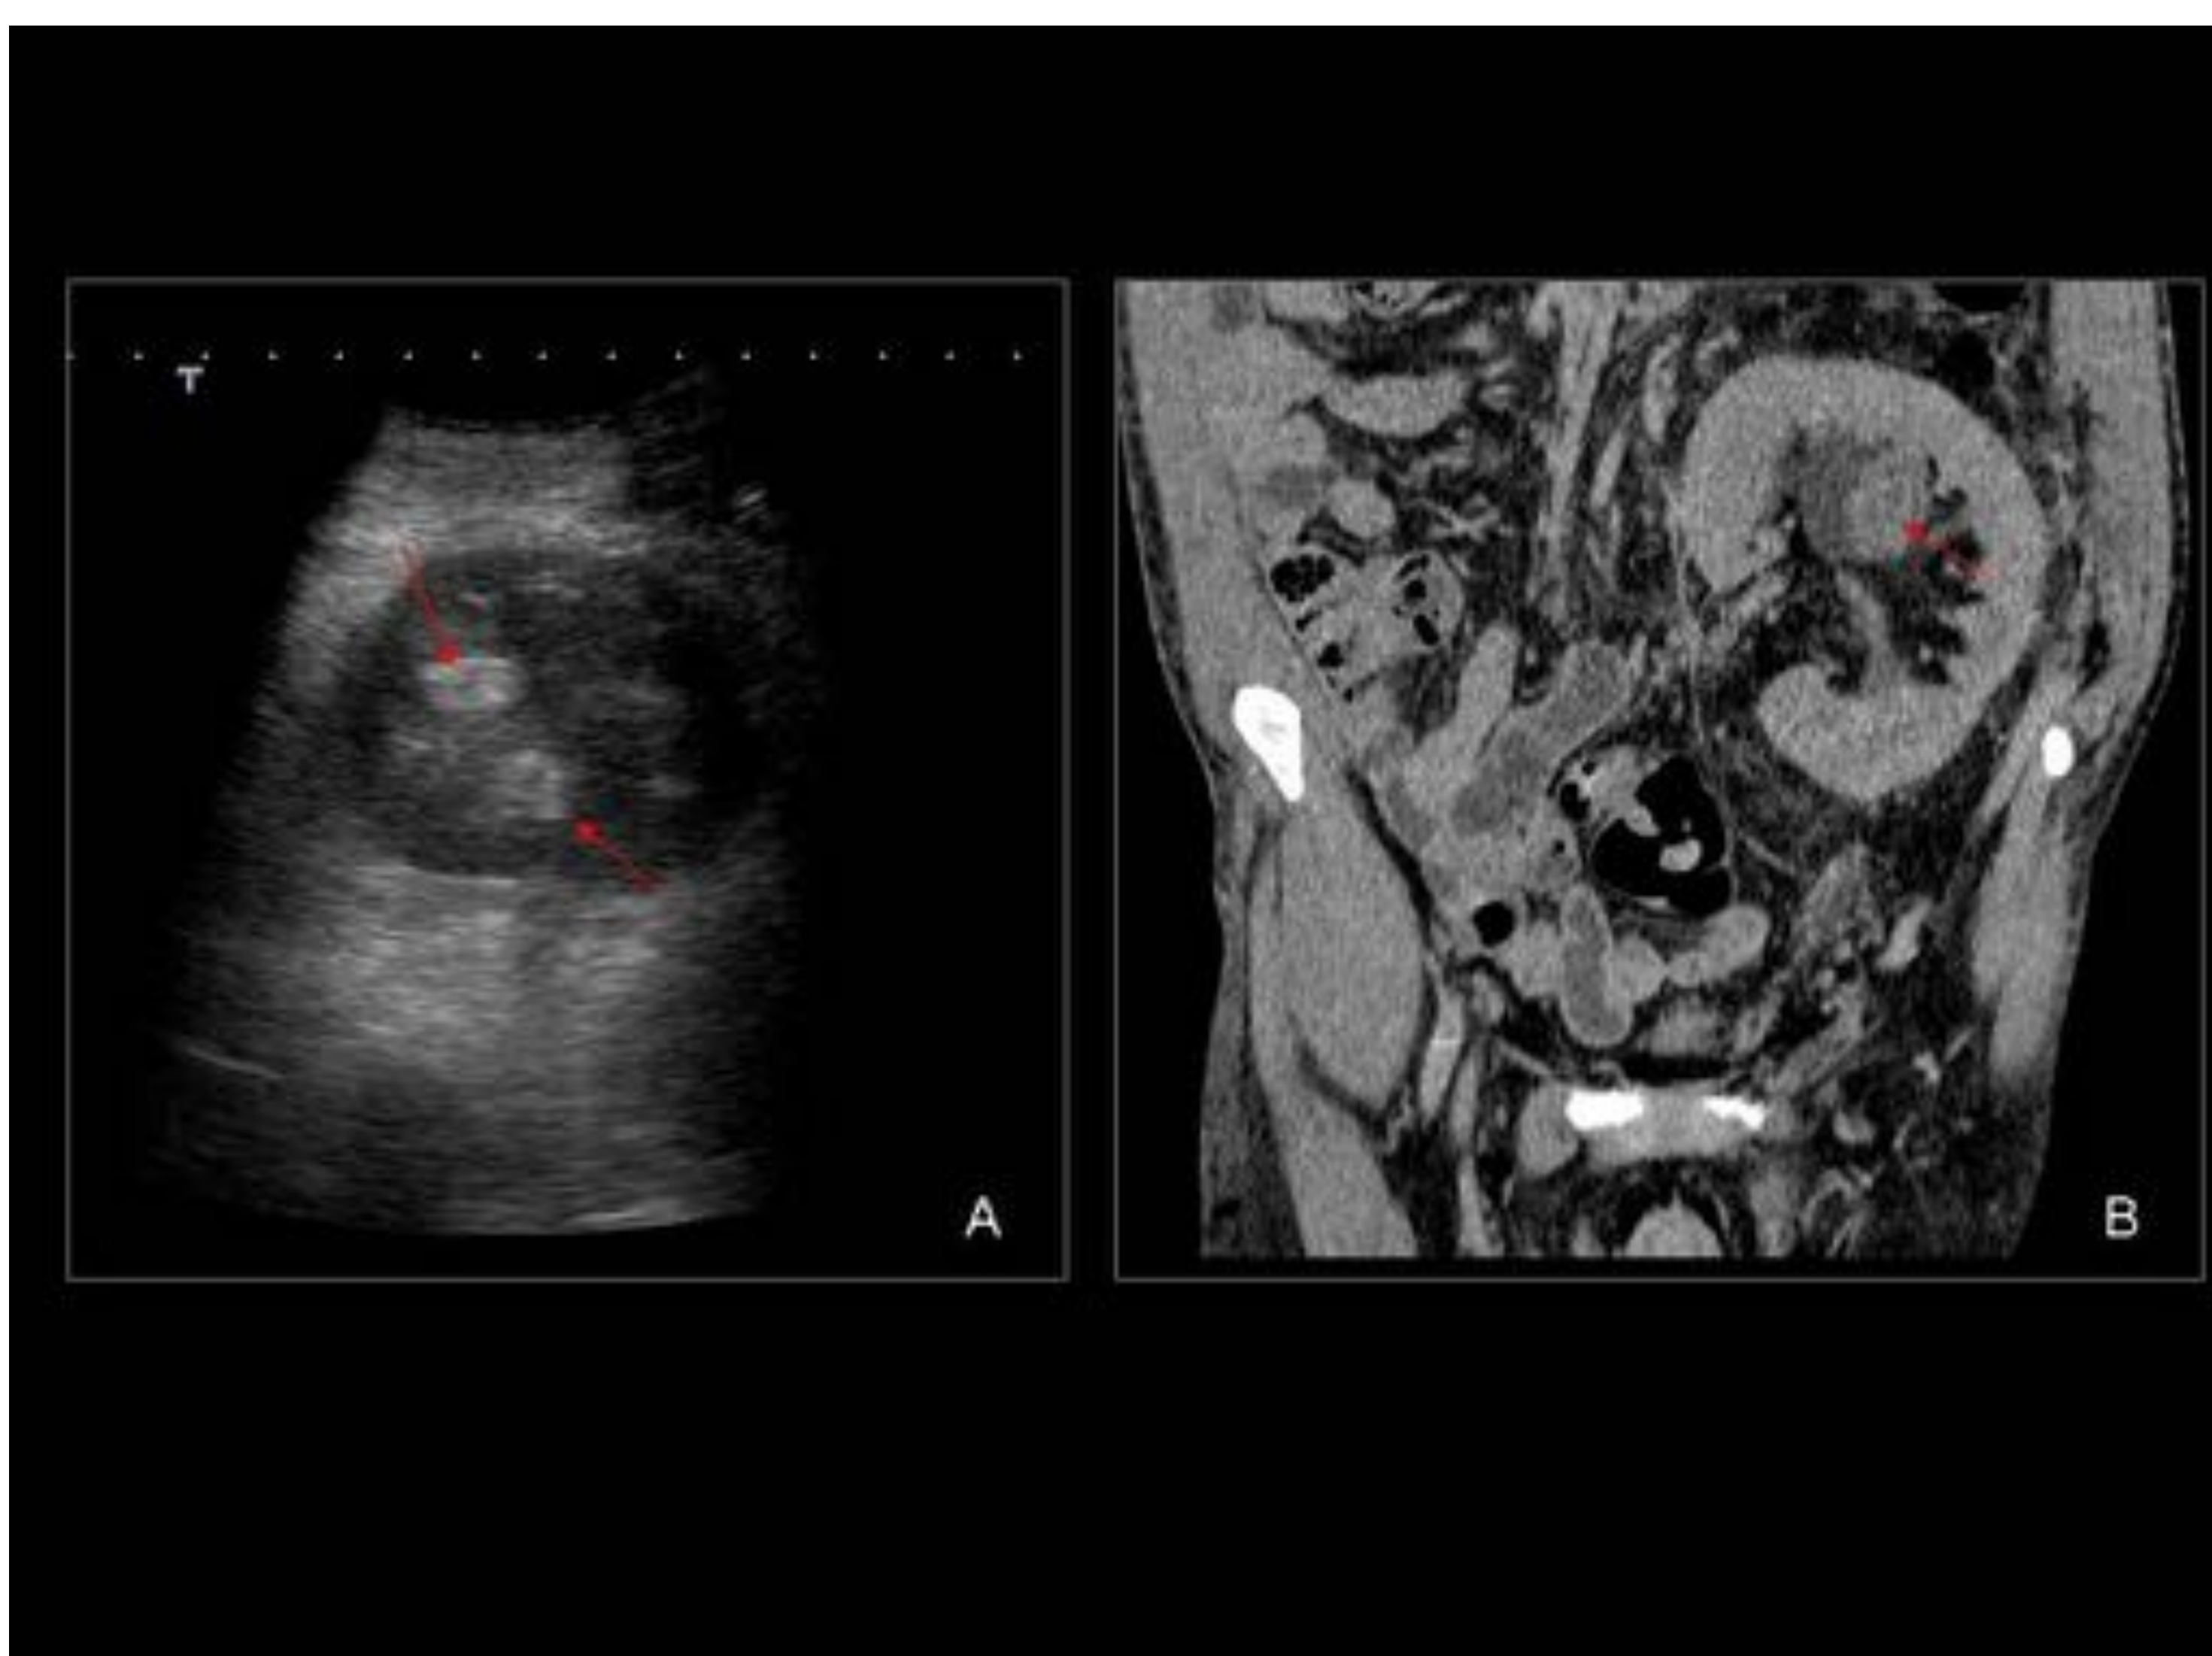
Paciente con antecedentes de biopsia renal con hematuria mantenida. La imagen A, muestra material hiperecogénico en grupos caliciales superiores (flechas rojas), que posteriormente se confirma en la TC (imagen B, flechas rojas)
